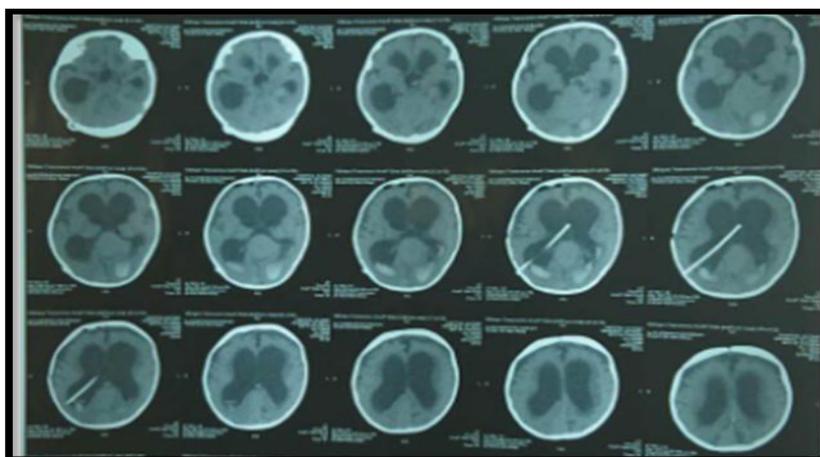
TAC de cráneo donde se identifica masa tumoral de bordes bien definidos, supratentorial e isodensa
